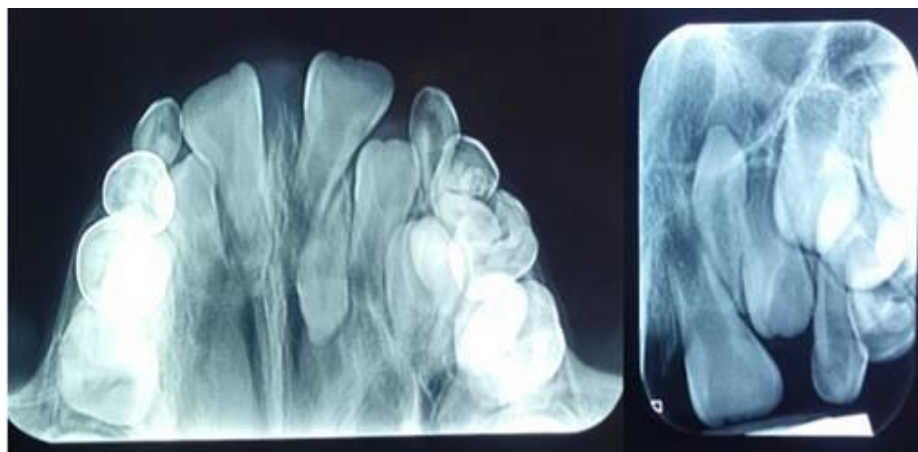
Radiografía oclusal y periapical que muestra diente supernumerario.³³
